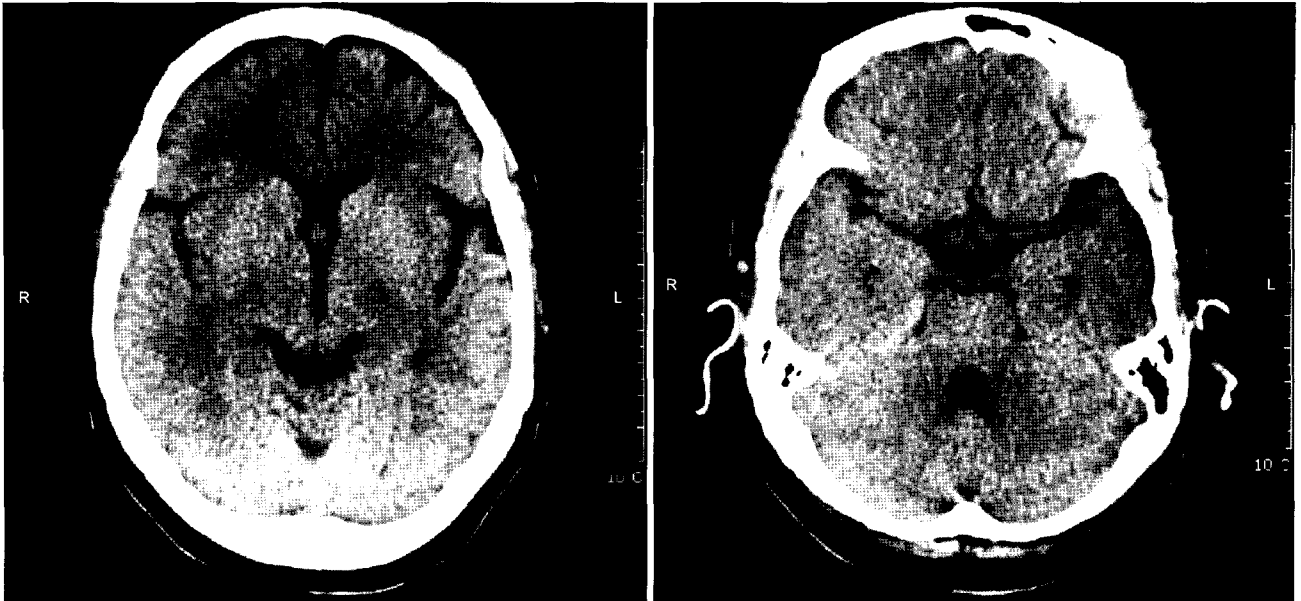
Postoperative brain CT there is no evidence of thromboembolism or hypoxic damage. The image shows normal brain CT finding, except mild atrophy.
